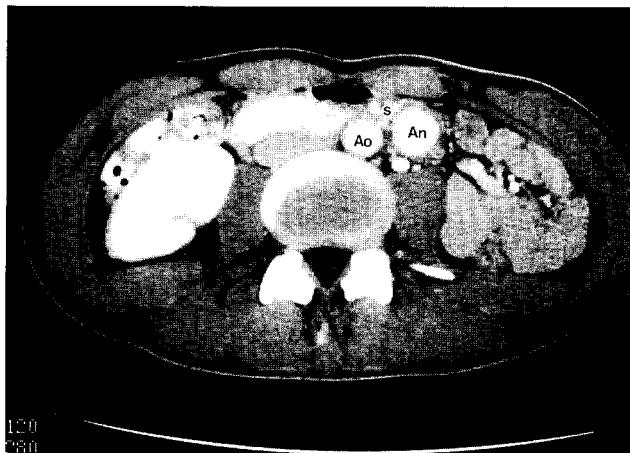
Computed tomography of Case 1
